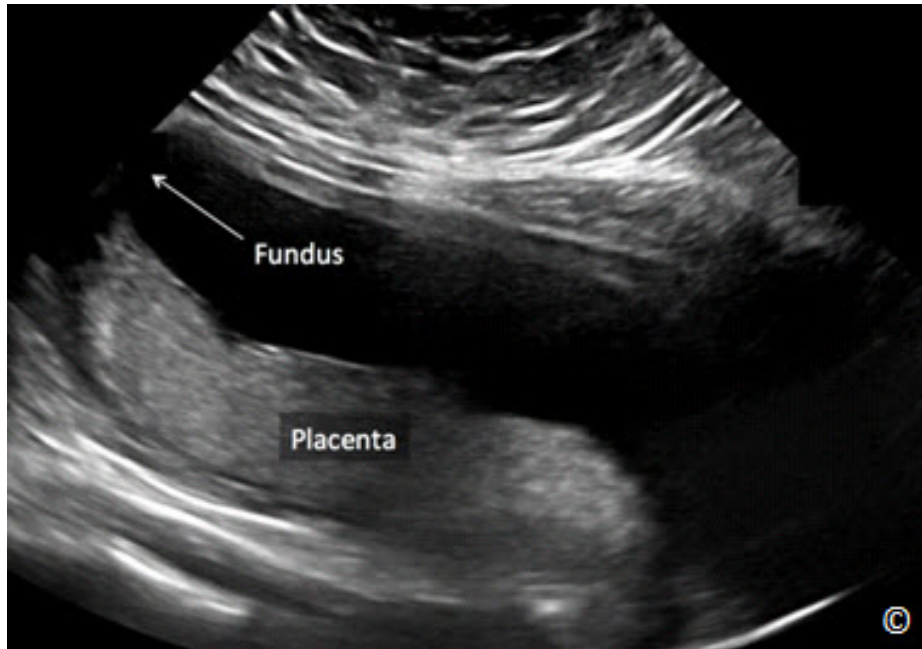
Placenta posterior (rotulada) mostrada por ecografía obtenida a partir de una vista sagital del útero. El fondo uterino está rotulado. Vea texto para más detalles.
